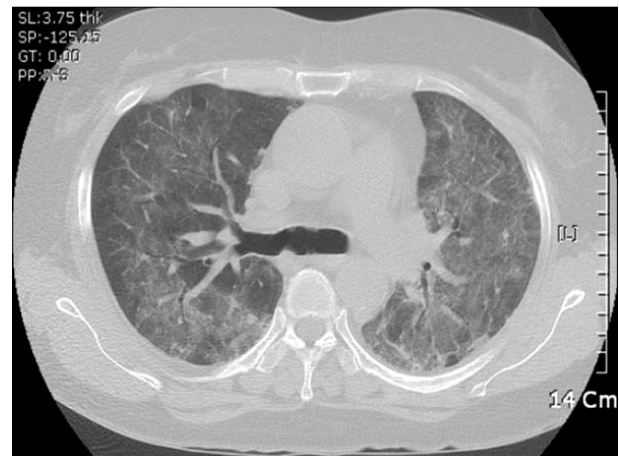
On hospital day 2, a high-resolution chest computed tomography scan showed bilateral diffuse ground glass opacity with interlobular septal wall thickening.
